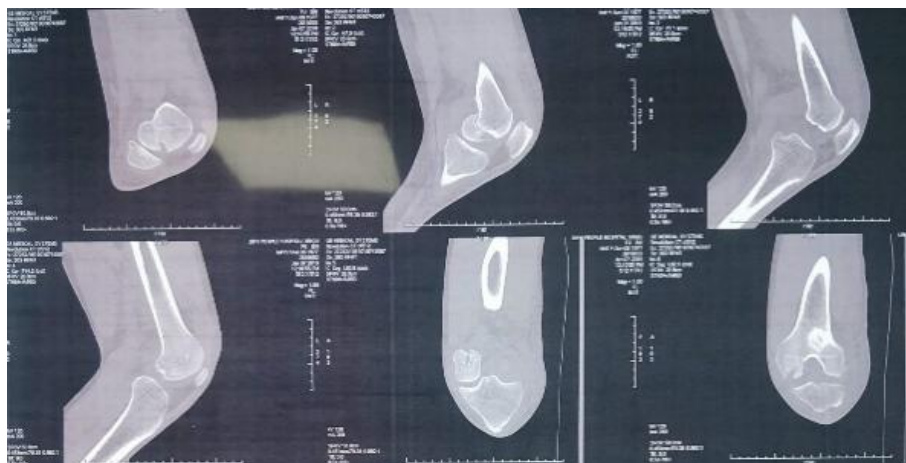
Preoperative computed tomography
